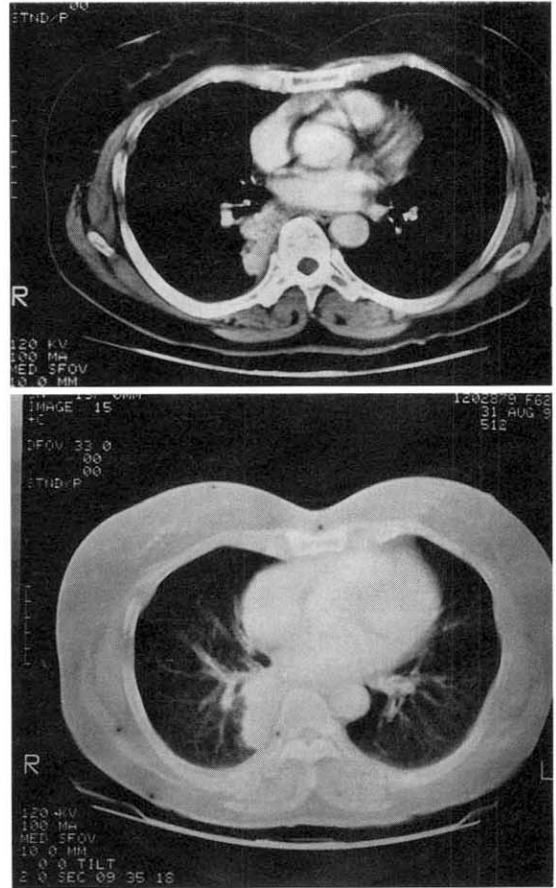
Chest CT scan shows an approximate 4.5×2 cm sized elongated mass in the superior segment of the right lower lobe. It contains a fluid bronchogram or mucoid impaction. There is no evidence of significant lymph node enlargement.
